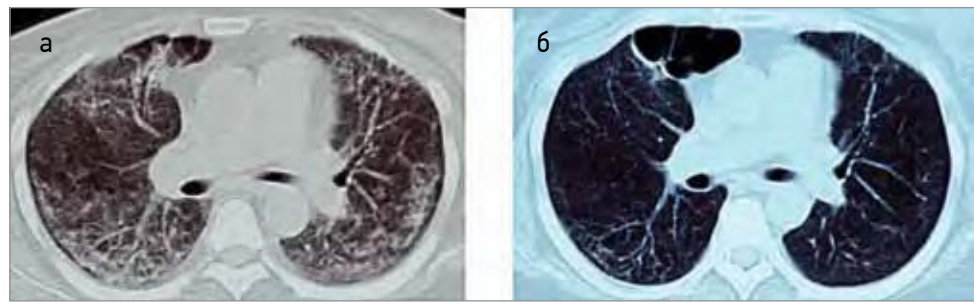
Комп'ютерна томографія легень пацієнта з пневмоцистною пневмонією до лікування (а) та після 14-денної комбінованої терапії каспофунгіном і триметопримом/сульфаметоксазолом (б) (Wang Z. et al., 2019)
